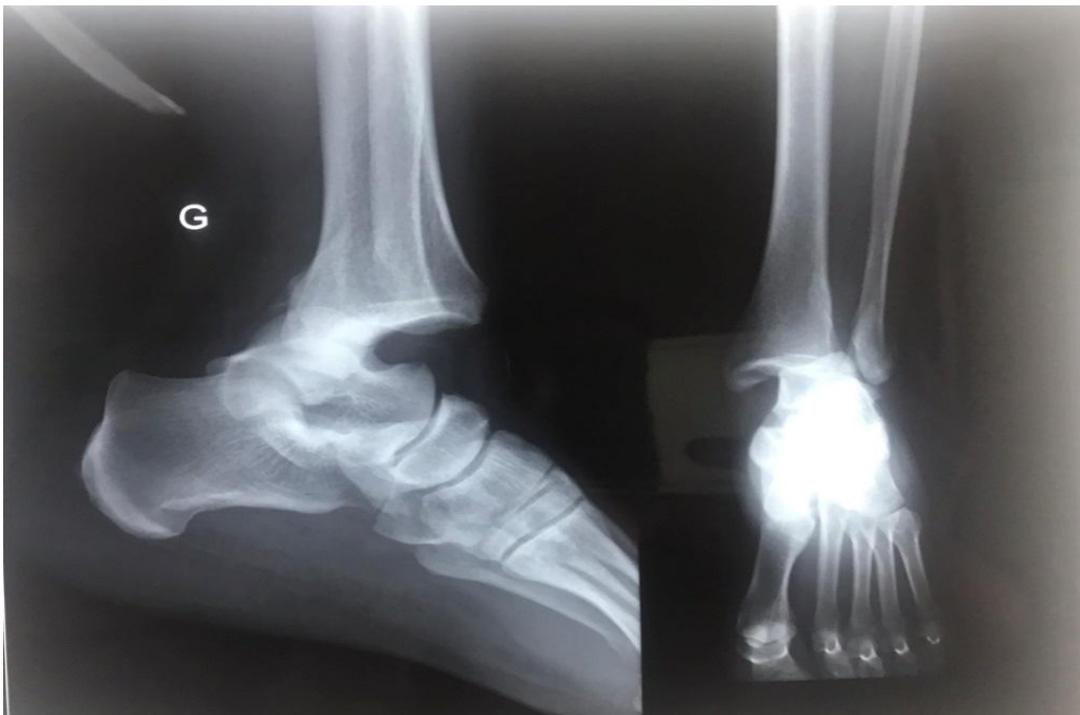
La radiographie de la cheville face et profil montrant une luxation postérieure du pied avec une fracture de la malléole externe
